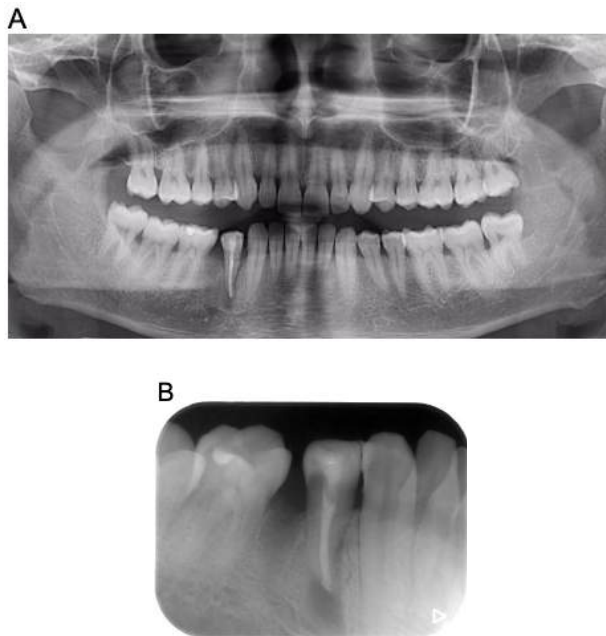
(A) panoramic and (B) periapical radiographs taken from the patient after autotransplantation.
